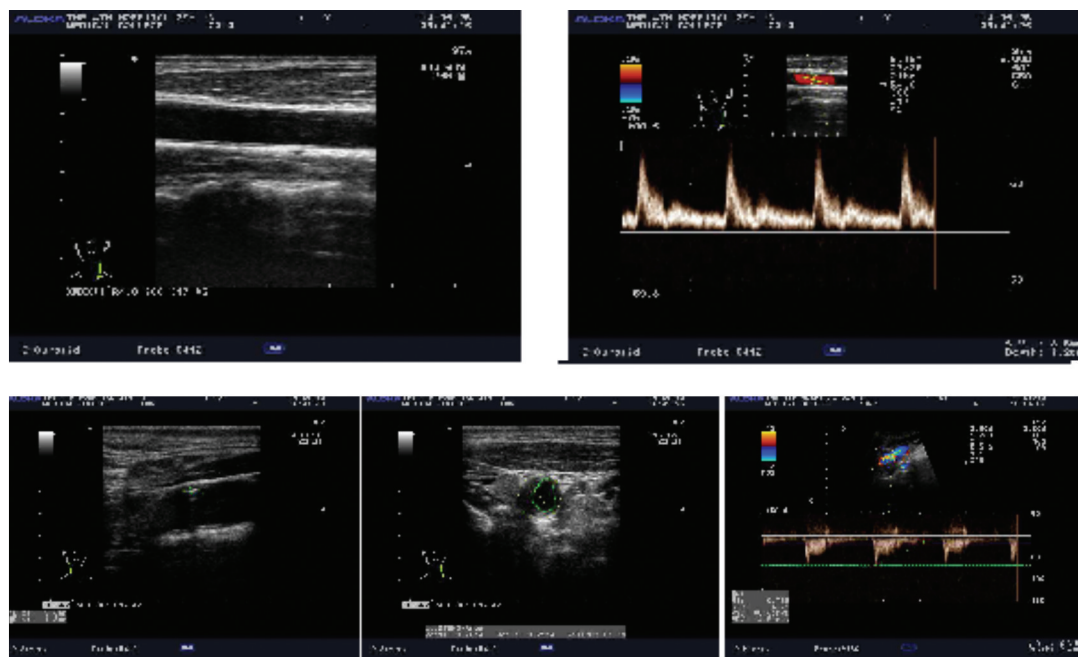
颈动脉超声 上一行图为零斑块;下一行图斑块形成。
